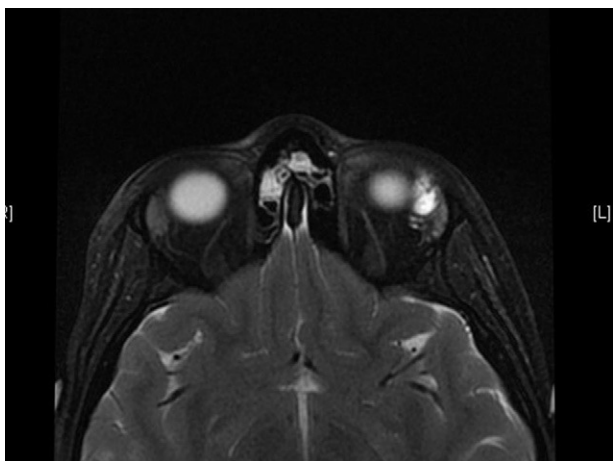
Resonancia magnética nuclear de la lesión en T2.
